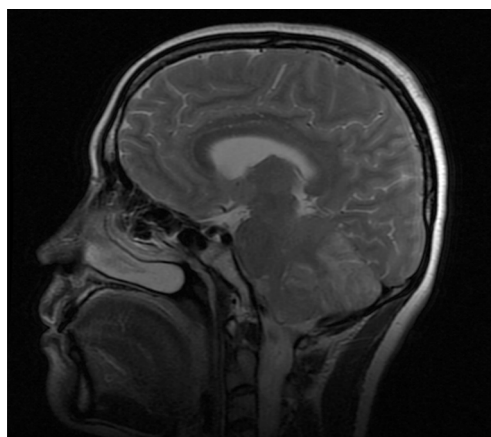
头颅MRI-T2 WI序列见小脑半球散在斑片高信号改变
